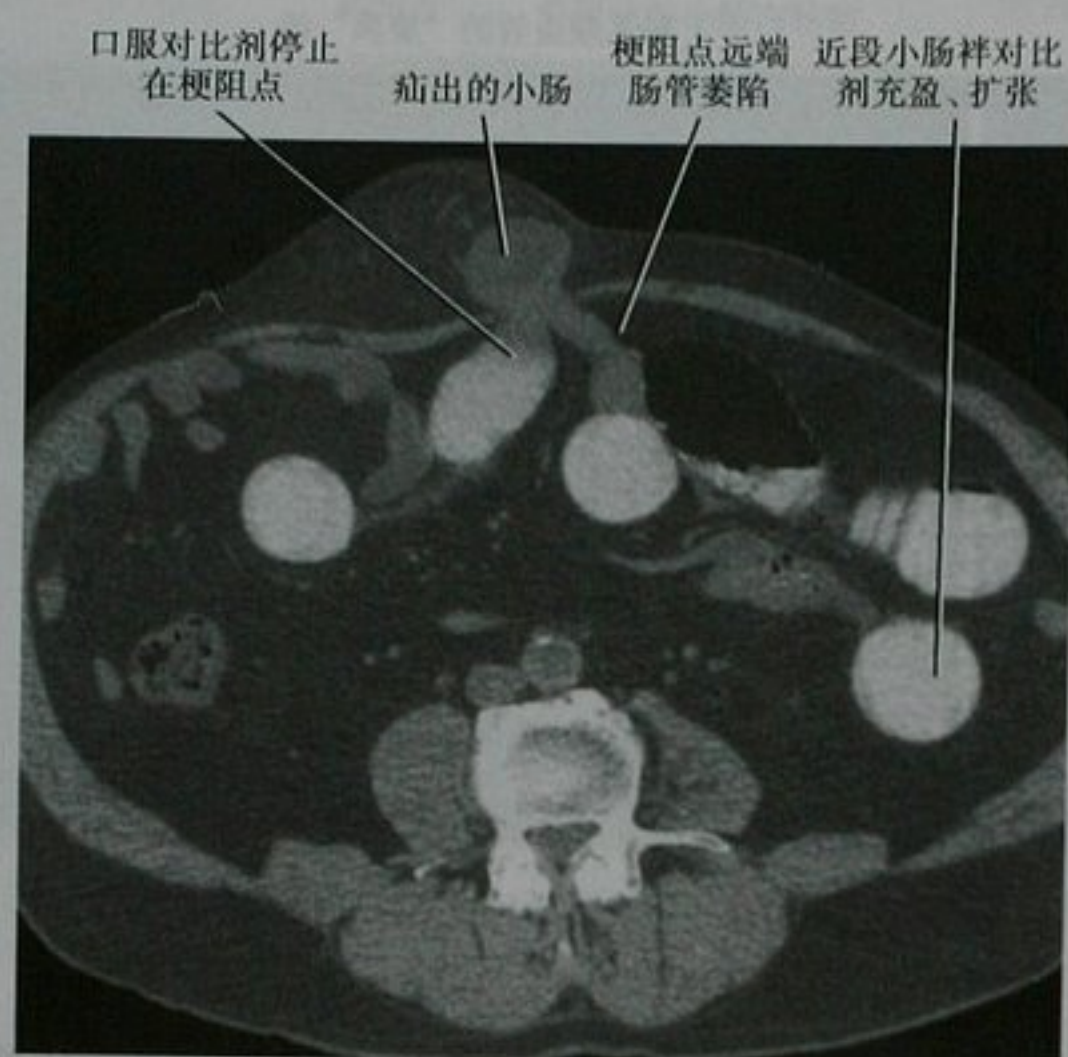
中腹部 CT, 由于腹壁疝引起的小肠梗阻
